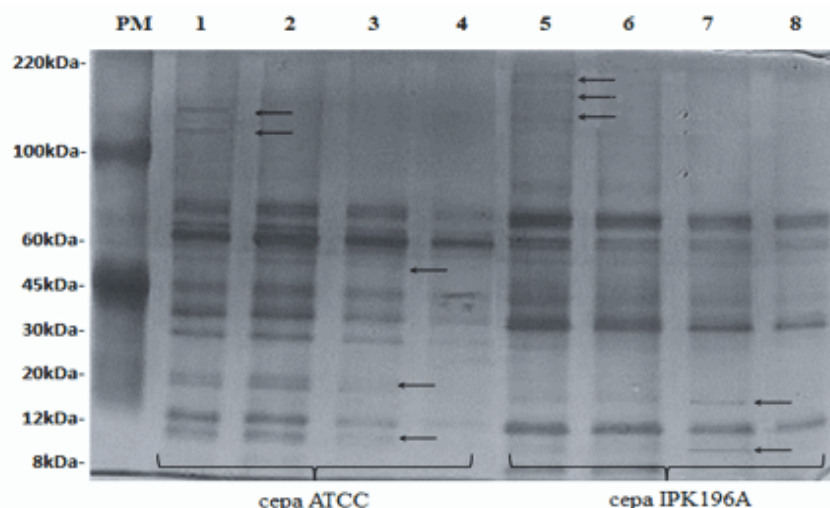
Perfil electroforético de las proteínas intracelulares obtenidas por ultrasonido. SDS-PAGE al 10%, condiciones no reductoras, tinción con plata. Carriles: PM: patrón de peso molecular de 8-220 kDa; 1 y 5: variante sin precipitar; 2 y 6: variante 1 (precipitación con CBB); 3 y 7: variante 3 (precipitación con estreptomicina y CBB); 4 y 8: variante 2 (precipitación con estreptomicina). La cepa de referencia se usó como control.
